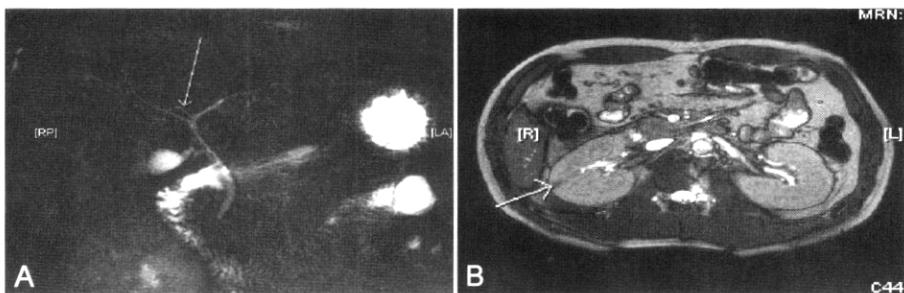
(A) Magnetic resonance cholangiopancreaticography shows normal biliary tree, and right posterior pancreatic duct inserted into left intrahepatic bile duct. (B) Lateral segment of right kidney shows thin linear signal change, implying previous focal inflammation, ischemia, or drug-induced change.
